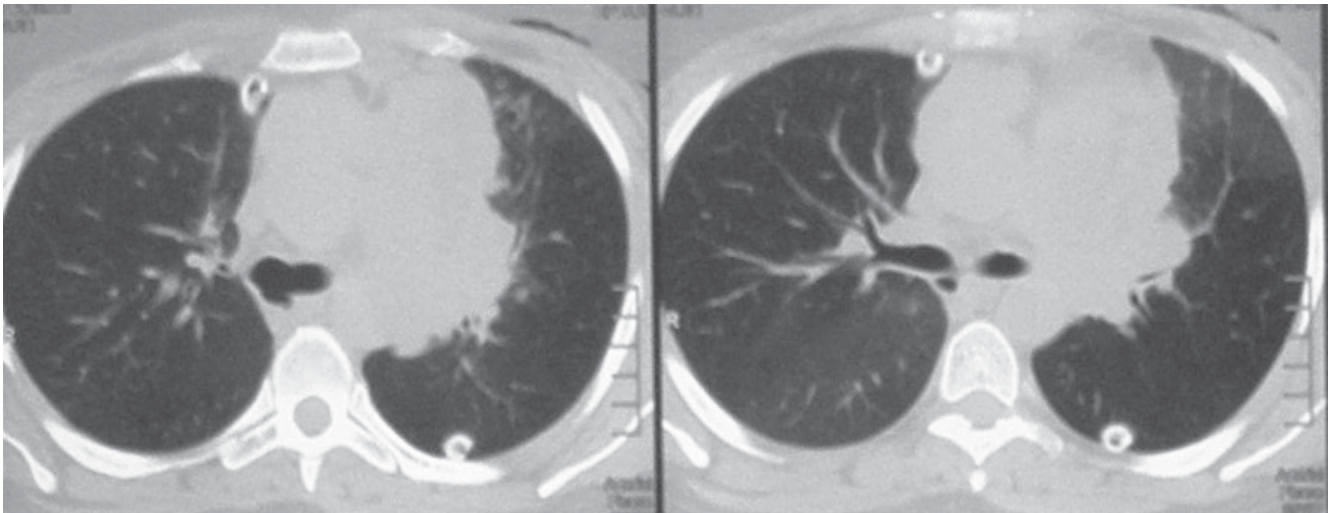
КТ-ОГП на 12-й день після медіастинотомії
